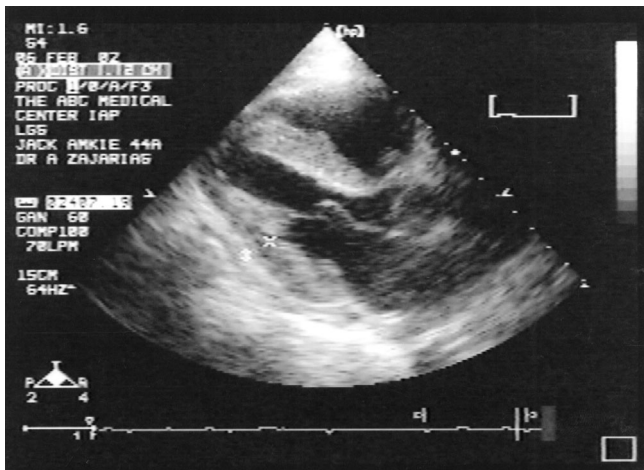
Aproximado paraesternal, eje largo de ecocardiograma en donde se observa aumento en el grosor de paredes del ventrículo izquierdo.
